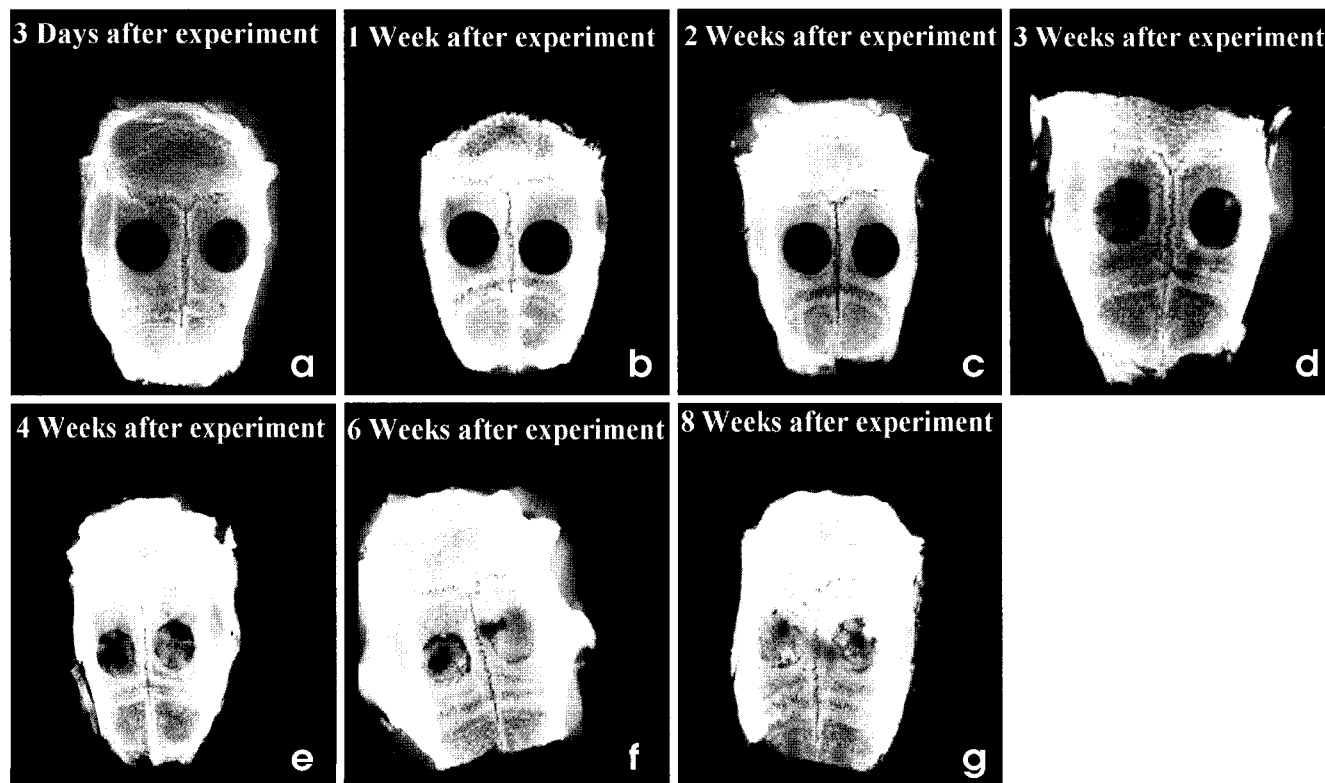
Soft X-ray radiographs at 3 days after bone defect formation (a), 1 week after bone defect formation (b), 2 weeks after bone defect formation (c), 3 weeks after bone defect formation (d), 4 weeks after bone defect formation (e), 6 weeks after bone defect formation (f), 8 weeks after bone defect formation (g).
